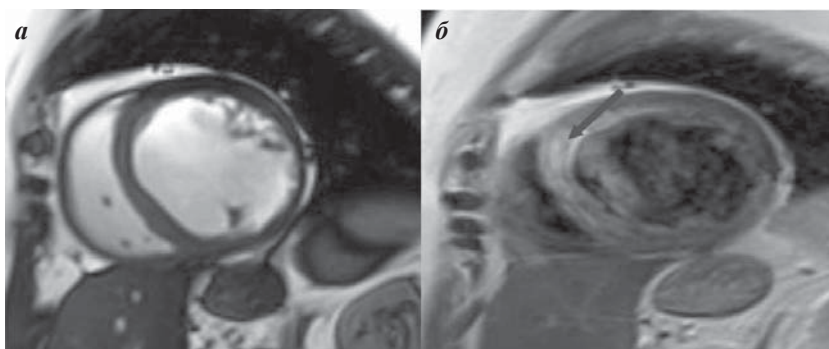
МРТ срез желудочков сердца по короткой оси: а - T2 взвешенное изображение (отек стенки желудочков в виде высококонтрастной зоны); б - тот же срез через 3 минуты после введения контраста (раннее контрастное усиление - указано стрелкой).
